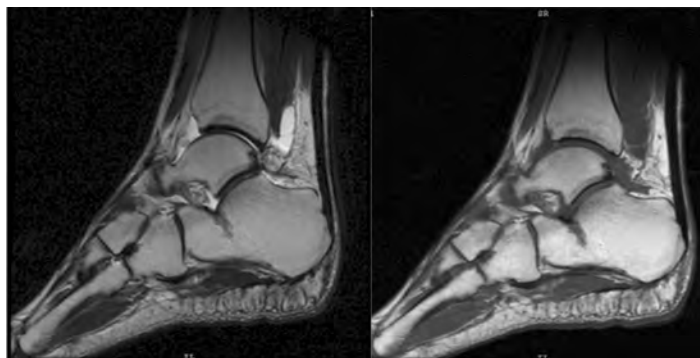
Больной Н. 41 г. Наиболее информативные сканы МРТ выполненные после обращения в клинику. (определяется зона остеонекроза пяточной кости – незавершенный стресс перелом)
